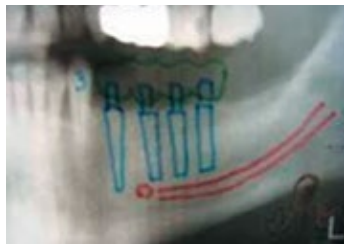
Фрагмент ортопантомограммы, где проведено обозначение нижнечелюстного канала и проведено планирование 4-х цилиндрических имплантатов
